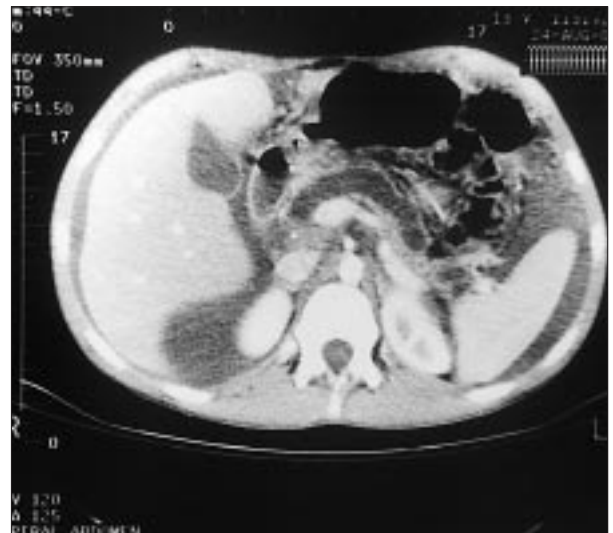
TC abdominal que muestra atrofia generalizada del páncreas con dilatación del conducto de Wirsung y ascitis.
